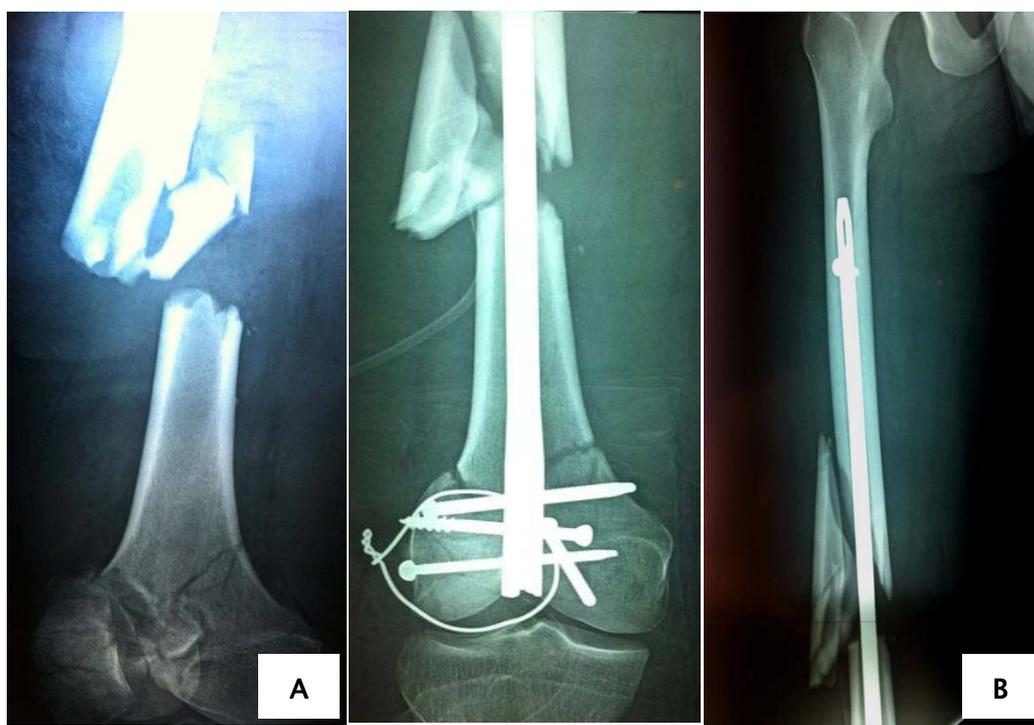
Radiographie de face (A) et de profil (B) de contrôle après 6 mois
